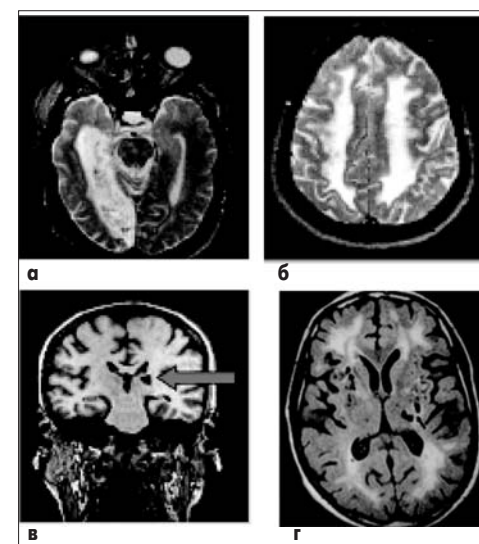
МРТ-картина ураження речовини мозку при СД: а) кортико-субкортикальний окципіто-темпоральний інфаркт; б) бінсвангерівський тип ураження підкоркової білої речовини; в) інфаркт таламусу; г) множинні лакунарні інфаркти в ділянці базальних ядер
